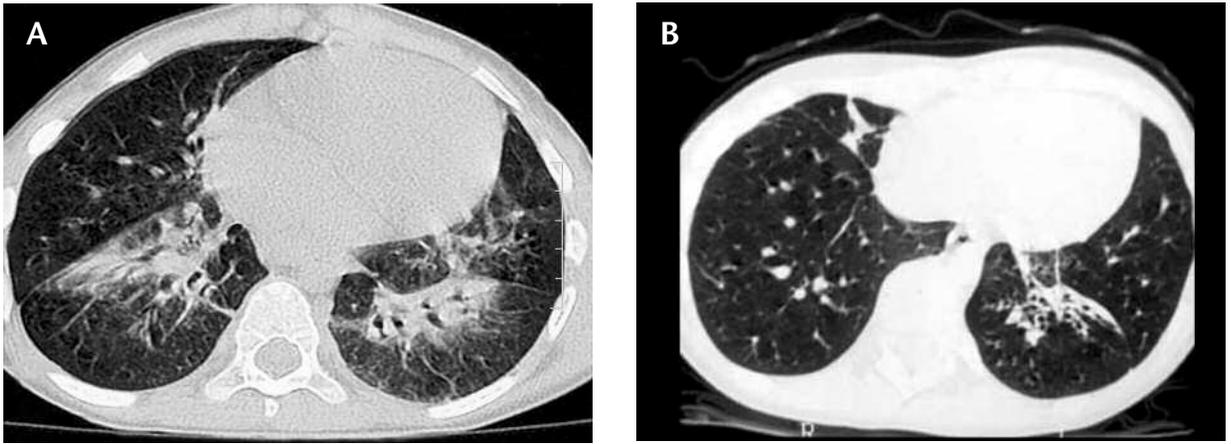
Tomografia computerizzata ad alta risoluzione del polmone. A, addensamenti a carico del lobo inferiore destro e del lobo inferiore sinistro (caso 4: atresia esofagea senza fistola tracheoesofagea); B, addensamento e bronchiectasie multiple del lobo inferiore sinistro (caso 2: atresia esofagea con fistola tracheoesofagea distale).
